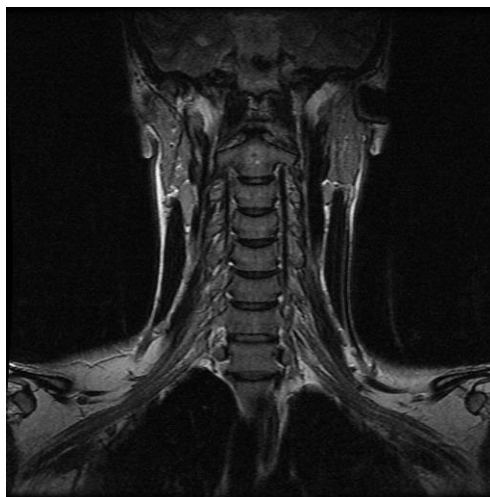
Imagem obtida por RM [17]
